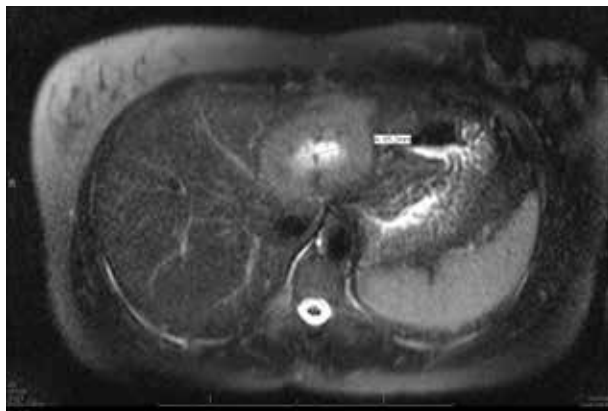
RMN ponderada em T2: imagem axial que demonstra a presença de metástase hepática com 65,2mm de maior diâmetro.
